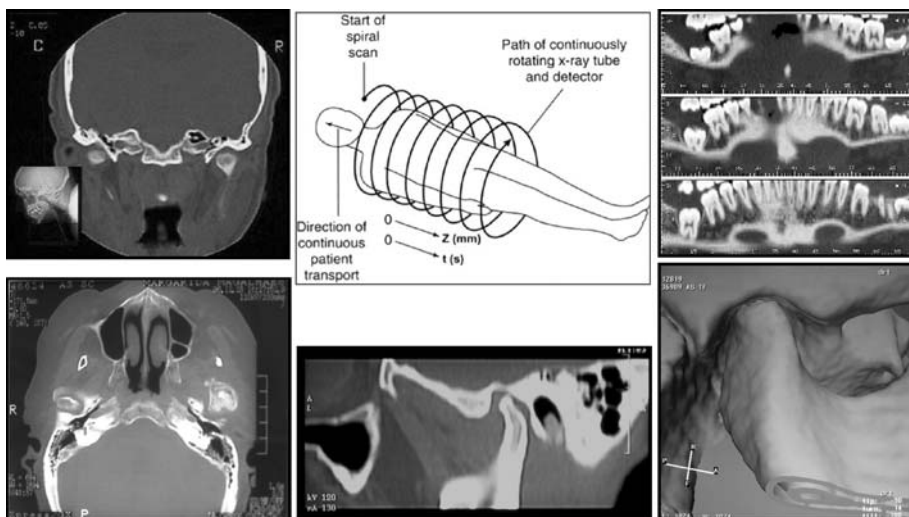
Incidências utilizadas actualmente na tomografia computadorizada para visualização das ATM's, a partir do desenvolvimento da técnica helicoidal (B): coronal (A), Axial (D), sagital (E), Dentascan (C) e imagem tridimensional (F).
